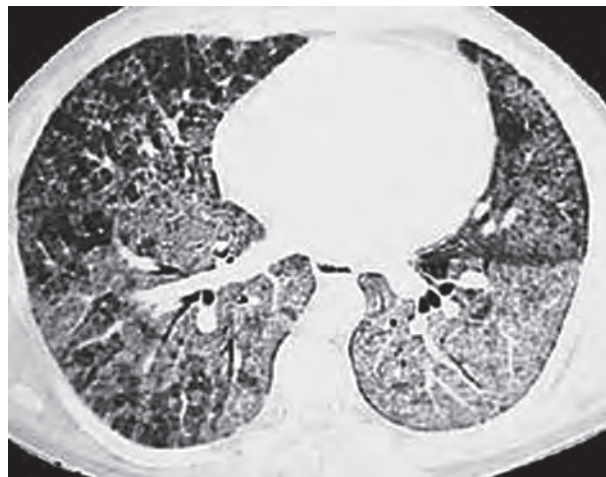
Фрагмент компьютерной томографии больного альвеолярным протеинозом. Участки «матового стекла», ограниченные от неизмененных участков, — симптом «географической карты». Утолщение межlobуловых перегородок — симптом «булыжной мостовой»
